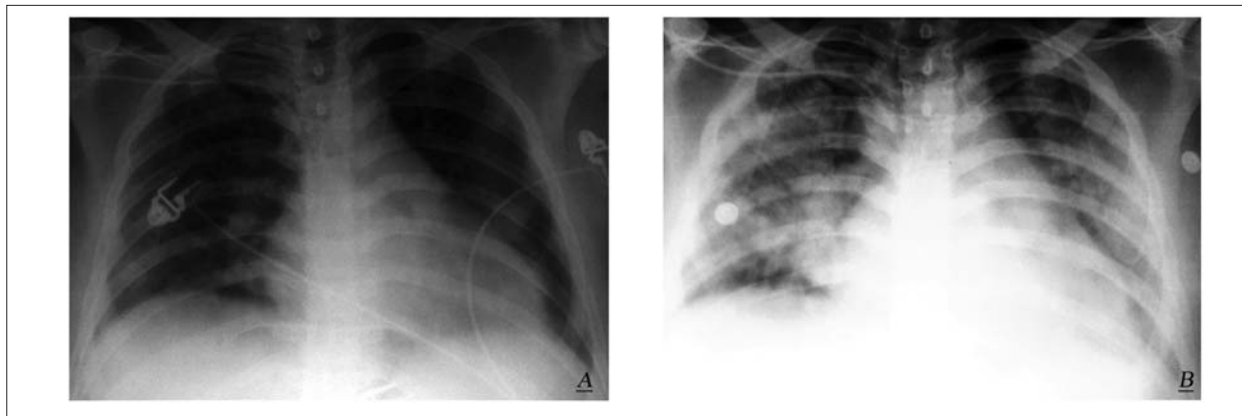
Динамика рентгенологической картины при развитии TRALI.
